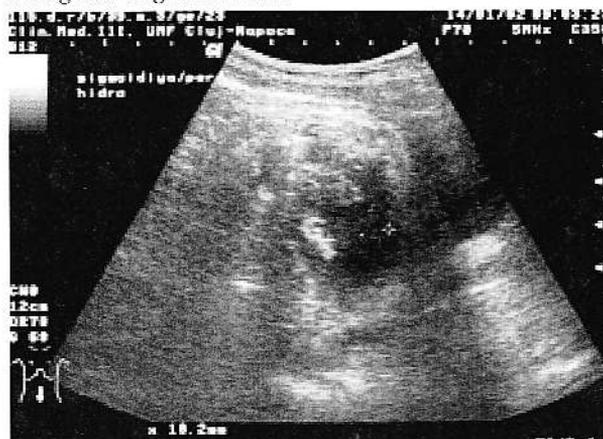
Secțiune sagitală în hipogastru. Hidrosonografie.
